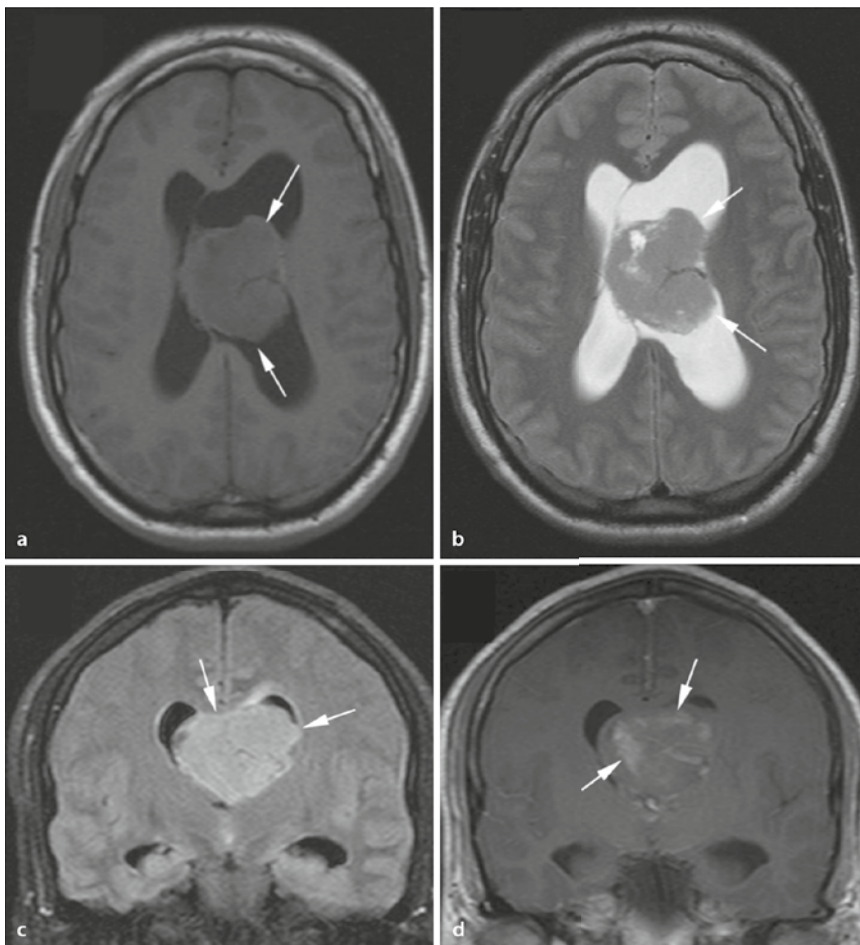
▲ Zentrales Neurozytom: Raumforderung im Bereich der Seitenventrikel mit Kontakt zum Septum pellucidum und resultierendem Hydrozephalus. Die Läsion ist isointens in den T1- und T2-Sequenzen (a,b) und hyperintens in der FLAIR-Sequenz (c). Nach KM-Gabe zeigt sich eine inhomogene Aufnahme (d)
